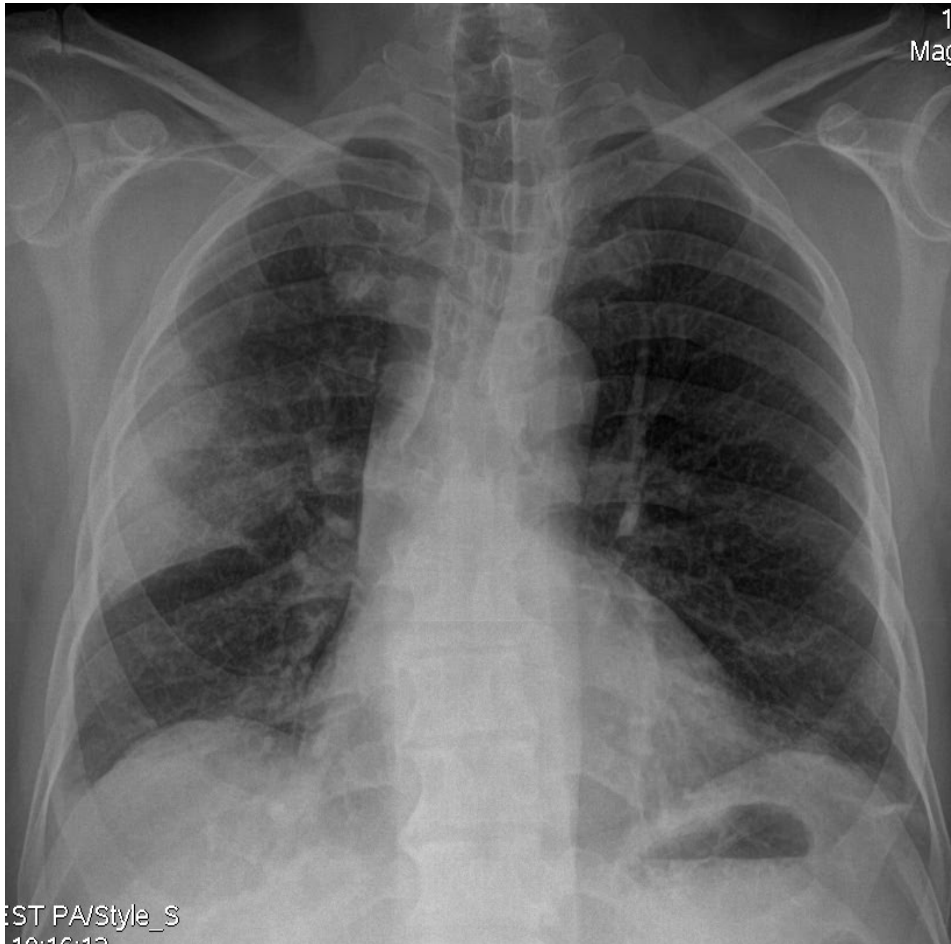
Radiographie thoracique de face montrant une pneumonie lobaire supérieure droite sous forme d'une opacité alvéolaire limitée par la petite scissure (opacité systématisée →)
